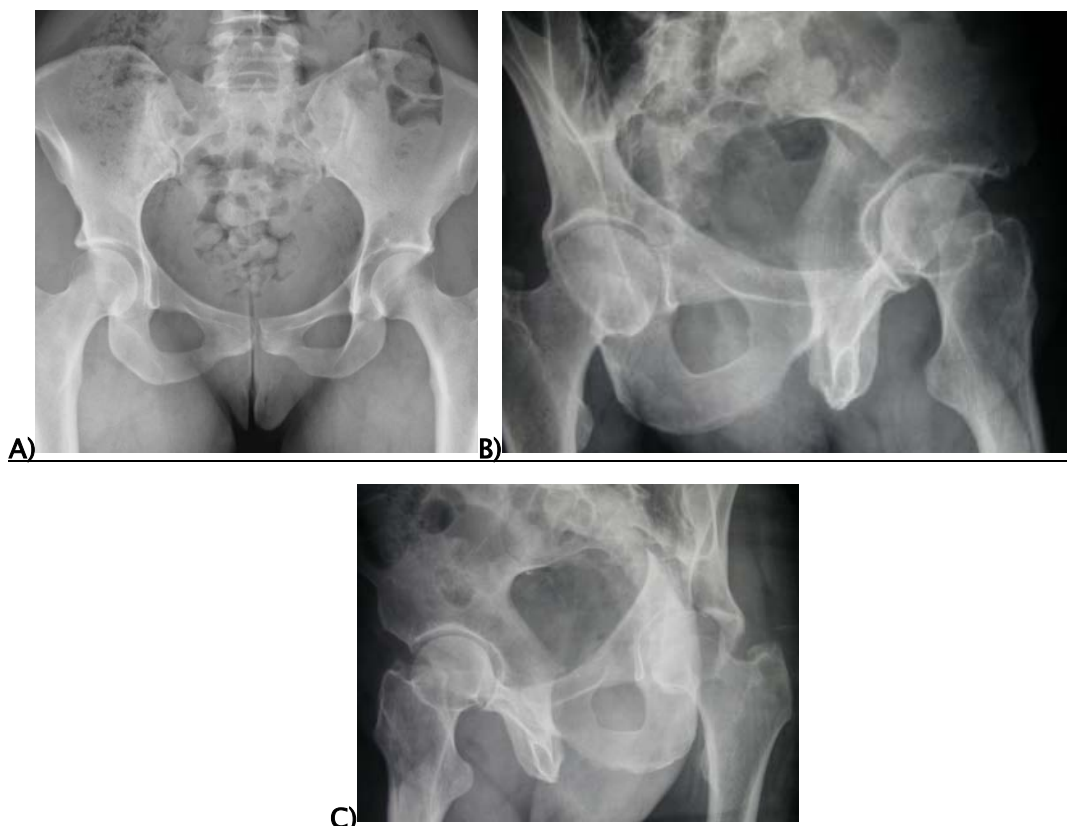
Images radiologiques des incidences sur une radiographie (A: Incidence de face B : Incidence $\frac{3}{4}$ alaïre C : Incidence $\frac{3}{4}$ obturateur)
